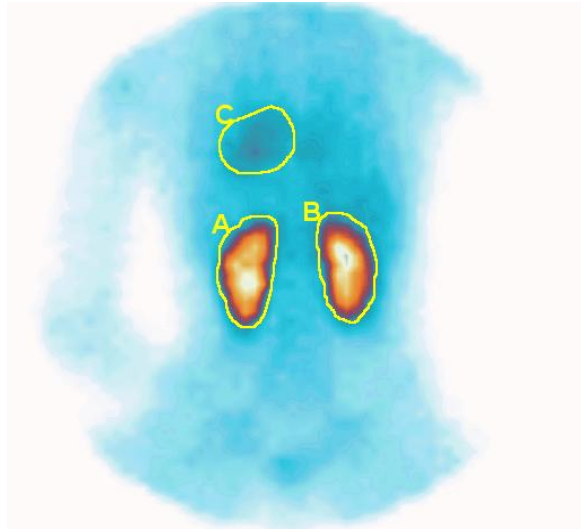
«Зони інтересу» при обробці результатів динамічної реносцинтиграфії (А, В – ліва і права нирки, С – серце).
